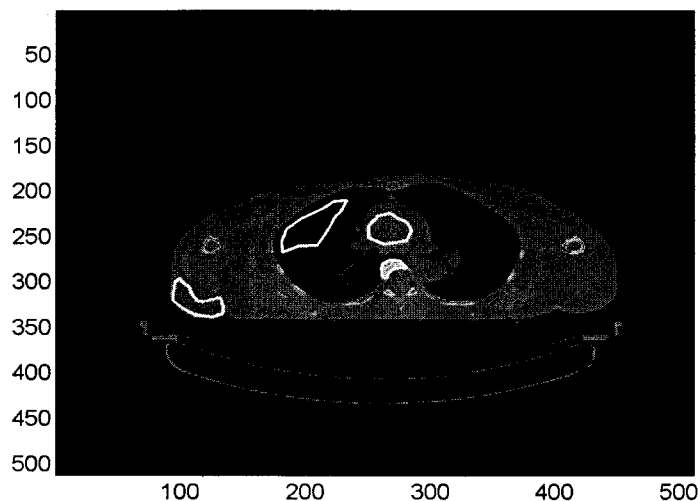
Image TDM du thorax montrant l'emplacement des régions d'intérêt en blanc tracées sur le gras, le poumon, le cœur et l'os.
